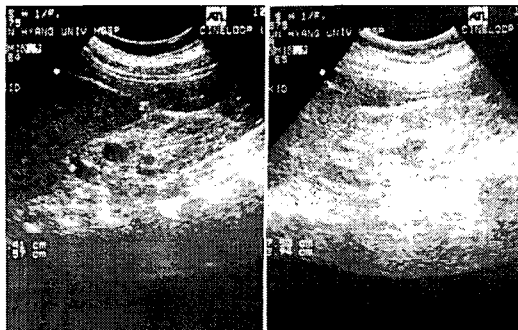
Ultrasonography of the both kidneys; showed small hyperechoic kidneys with multiple cysts.
